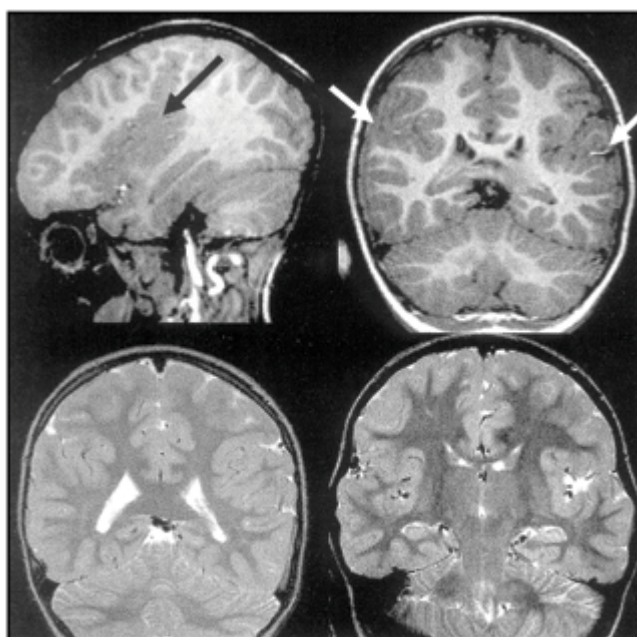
Imagem da RM do paciente III-6 evidenciando polimicrogiria peri-sylviana difusa bilateral.
